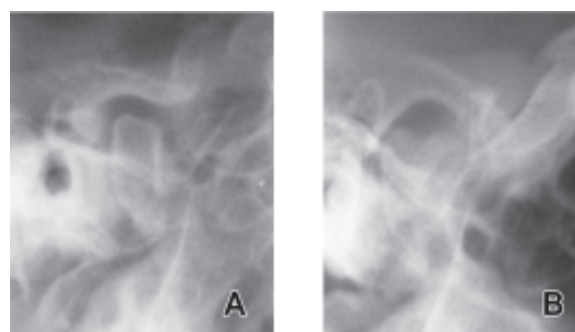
Radiografia transcraniana de uma ATM esquerda. Em (A) nota-se côndilo achatado. Em (B) pode se visualizar o côndilo mandibular bifido apresentado em forma de coração.
